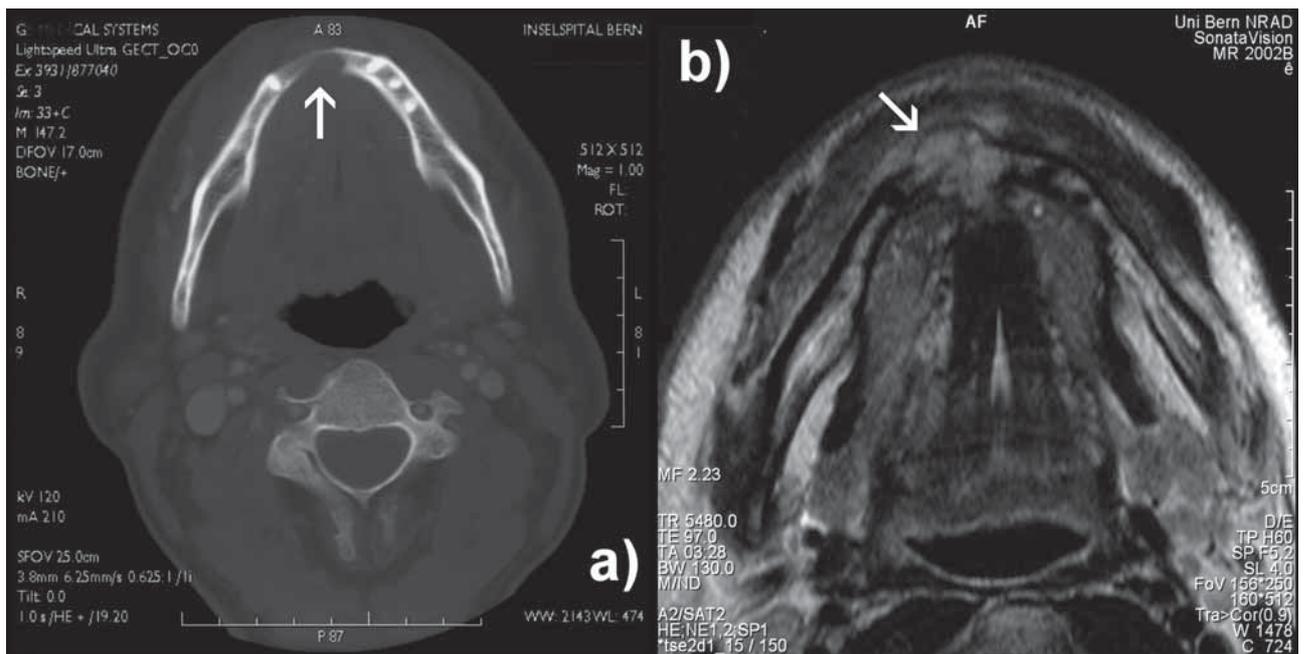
Im CT (a) und MRI (b) ist die Invasion des Mundhöhlenkarzinoms in den Alveolarknochen des Unterkiefers gut zu erkennen (Pfeil)
